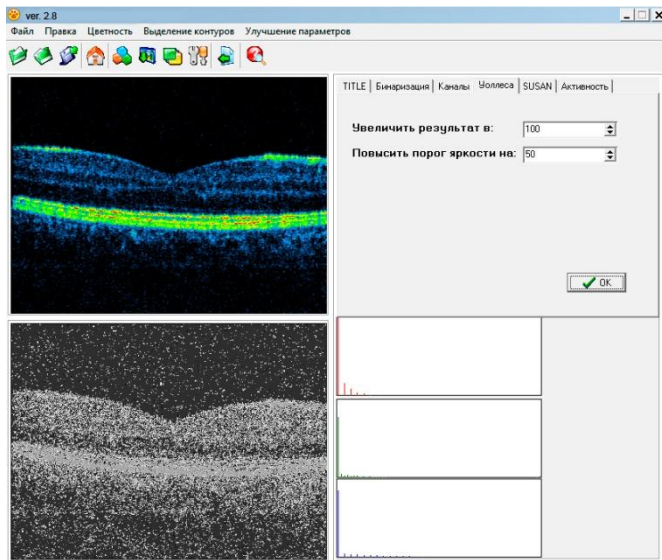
Результат застосування методу Уолесса при обробленні томограми ока
